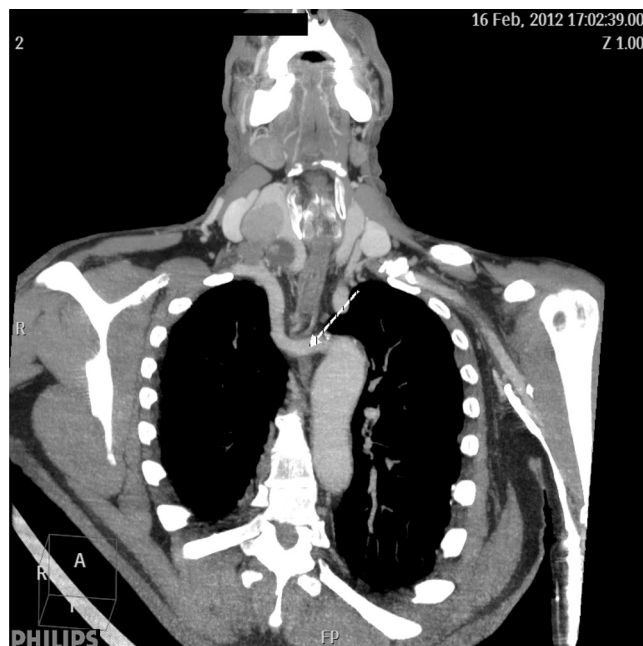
Neck CT scan: right subclavian artery is positioned near the left subclavian artery and crosses the mediastinum with retroesophageal path – *arteria lusoria*.
